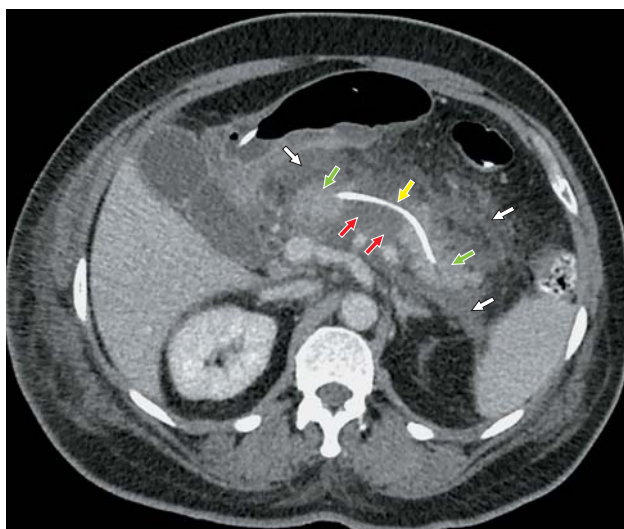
Компьютерная томограмма. Полный поперечный некроз в теле ПЖ, 5-е сутки ОП. Стент в ППЖ указан желтой стрелкой.
